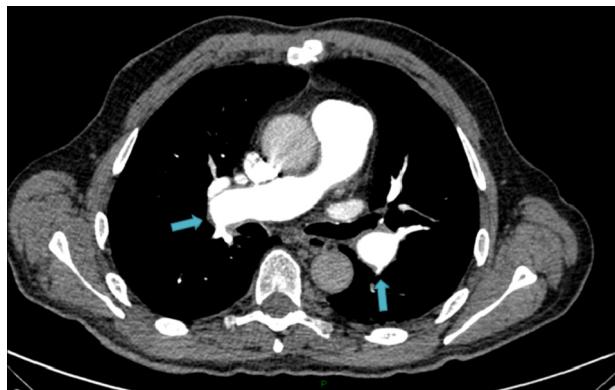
Angio-TC torácica, en la que se aprecian defectos de repleción en ambas arterias pulmonares principales, compatible con tromboembolismo pulmonar.
